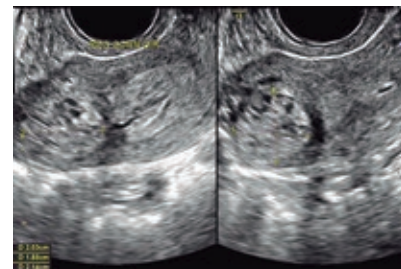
Ultrassonografia transvaginal, 9 semanas e 1 dia, aponta imagem heterogênea em região cornual direita.
